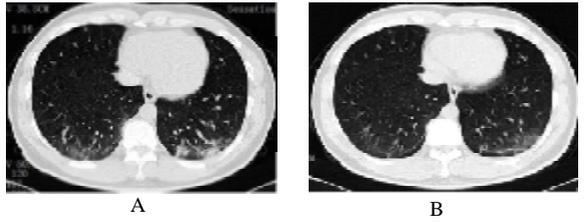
NCP患者,男,36岁,与图5为同一病例。A:病程第14天CT复查 B:病程第19天CT复查。均示两肺下叶胸膜下病灶逐渐吸收,局部残留有索条影
